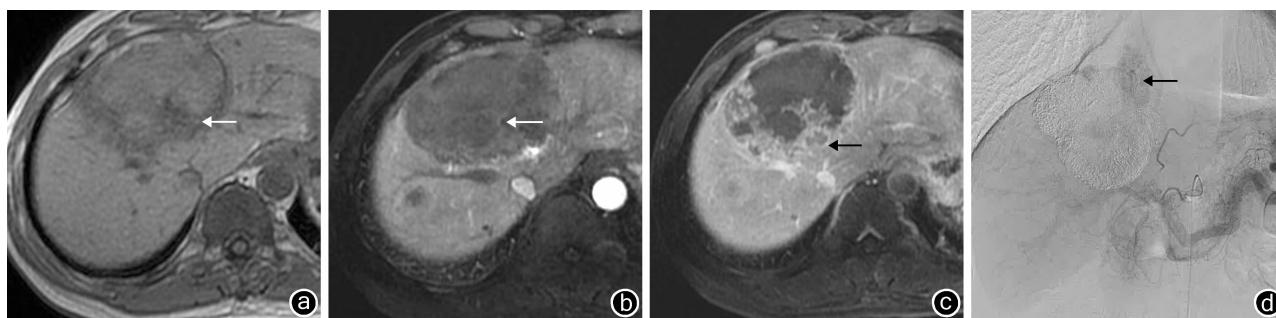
肝癌患者行 TACE 后 1 个月 MRI 检查结果 a:平扫 T₁WI,病灶以等信号为主(←); b:动态增强扫描动脉期,病灶绝大部分未见强化,后缘见小片状强化结节(←); c:延迟期,强化结节廓清(←); d:选择性动脉造影显示病灶染色(←)
